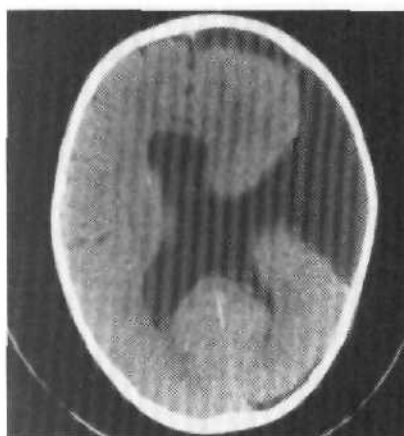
КТ ребенка 4,5 лет. Шизэнцефалия с открытыми краями: края расщелины широко отстоят друг от друга, заполнены спинномозговой жидкостью.
